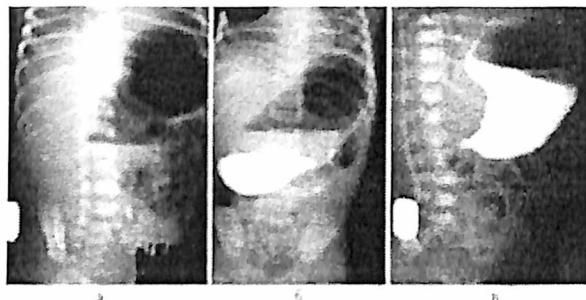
(а, б, в) Рентген контрастное исследование желудка.
